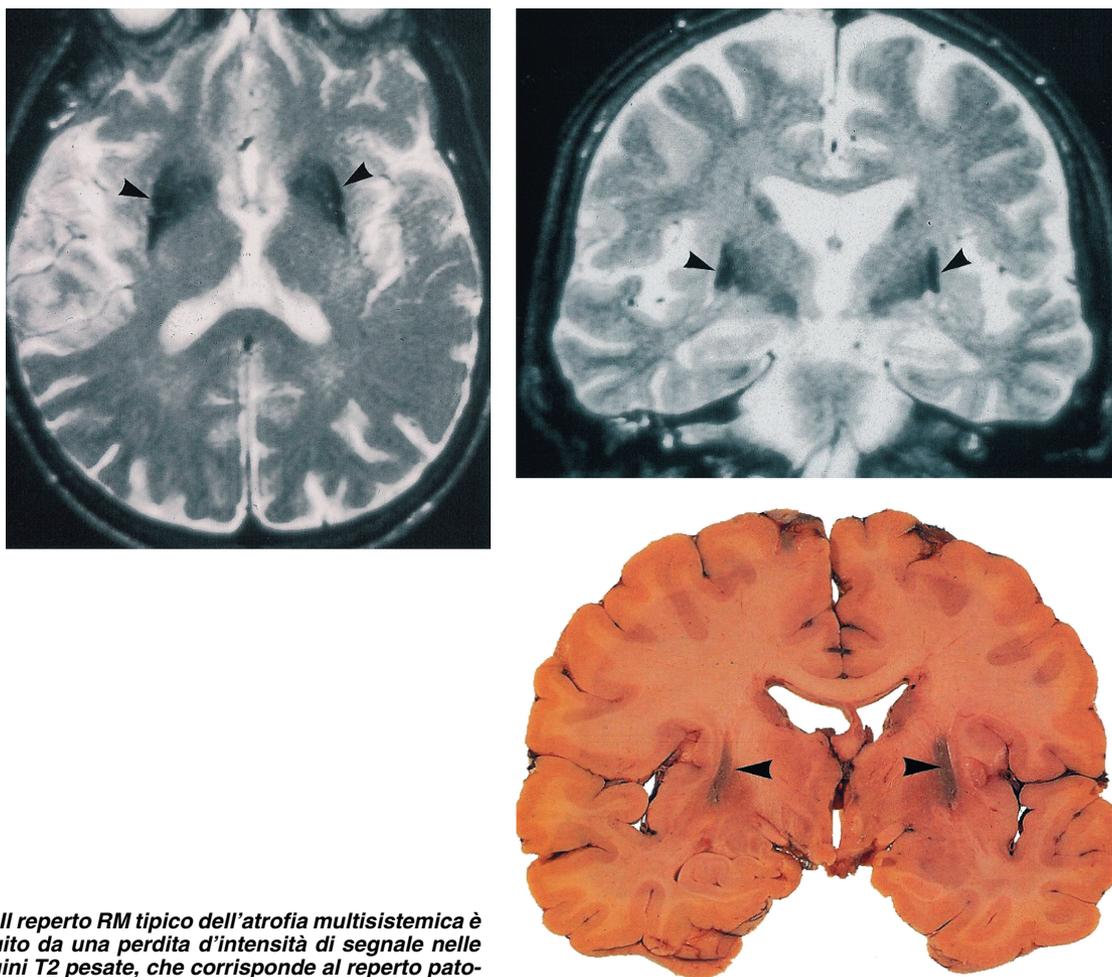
Il reperto RM tipico dell'atrofia multisistemica è costituito da una perdita d'intensità di segnale nelle immagini T2 pesate, che corrisponde al reperto patologico di una gliosi focale del putamen.
